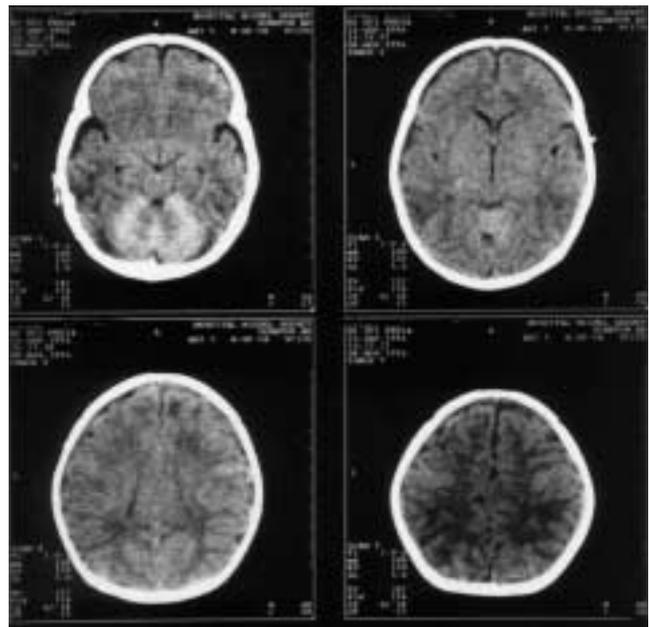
Caso 1. Primera TAC craneal (8-11-96). Se observa una marcada hiperdensidad del cerebelo respecto a los hemisferios cerebrales: signo del "cerebelo blanco o white cerebellum".
